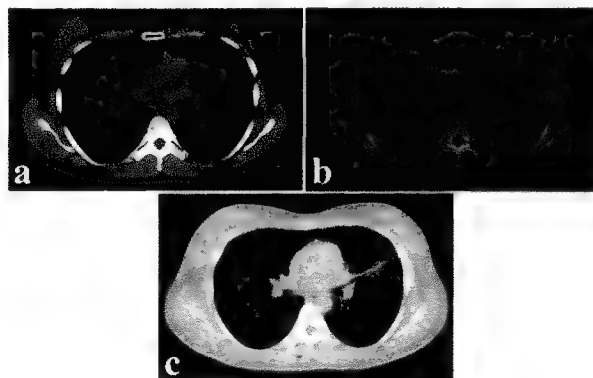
Ferestre CT: a. fereastra pentru mediastin; b. fereastra pentru os; c. fereastra pentru plămân.
